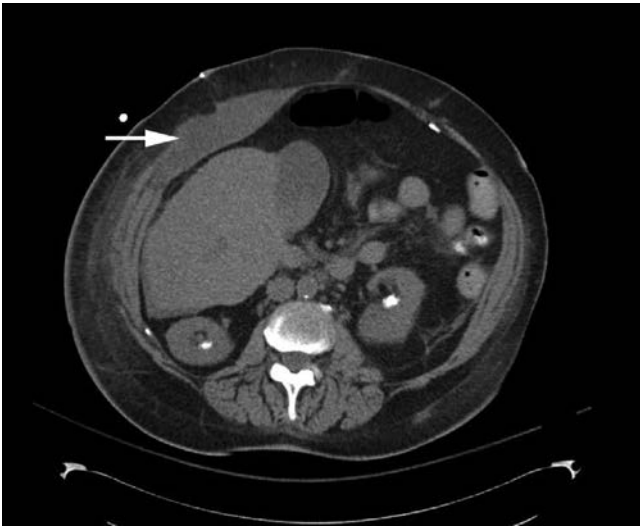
Imagen por tomografía computarizada que muestra un hematoma en la vaina del recto derecho de tamaño mediano. El hematoma se produjo en un paciente anciano sin antecedente claro de traumatismo que recibía tratamiento anticoagulante. Por su tamaño y la complexión delgada del paciente, este hematoma era palpable y pudo mantenerse en seguimiento clínico.
